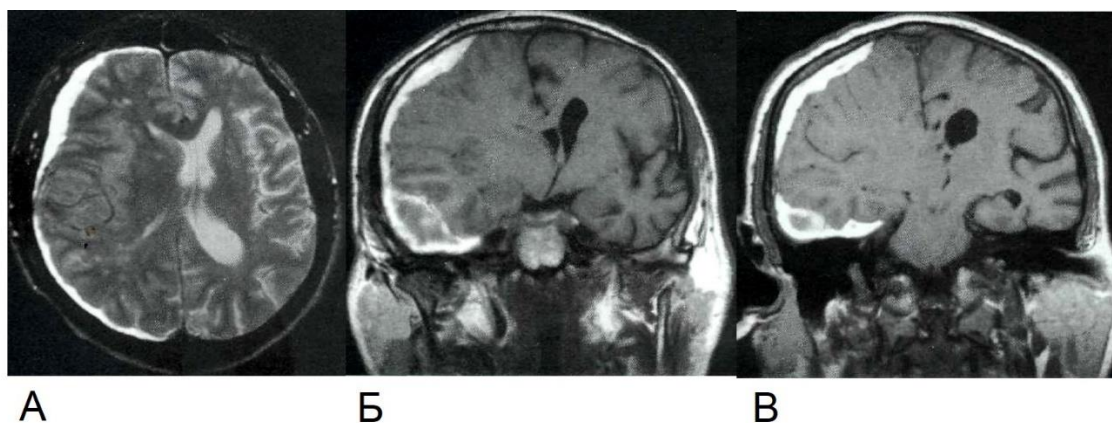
МРТ головного мозга без контрастирования пациента Л., 44 лет, при поступлении в стационар в режиме T1 ВИ в аксиальной (А) и в режиме T2 ВИ в коронарной (Б, В) проекциях
